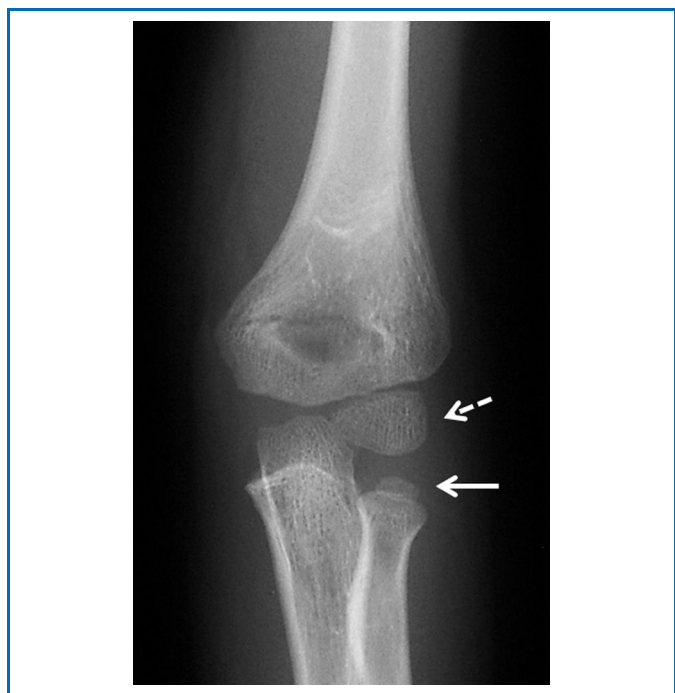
Radiographie du coude de face vers 4 ans : noyau d'ossification du capitulum (flèche en pointillés) et du noyau d'ossification de la tête radiale (flèche pleine).
